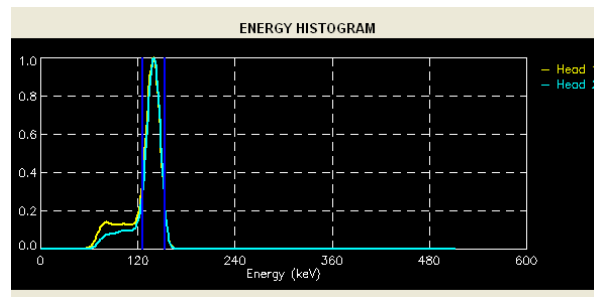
Histograma de energía obtenido para ambos detectores del tomógrafo FSPECT.*
